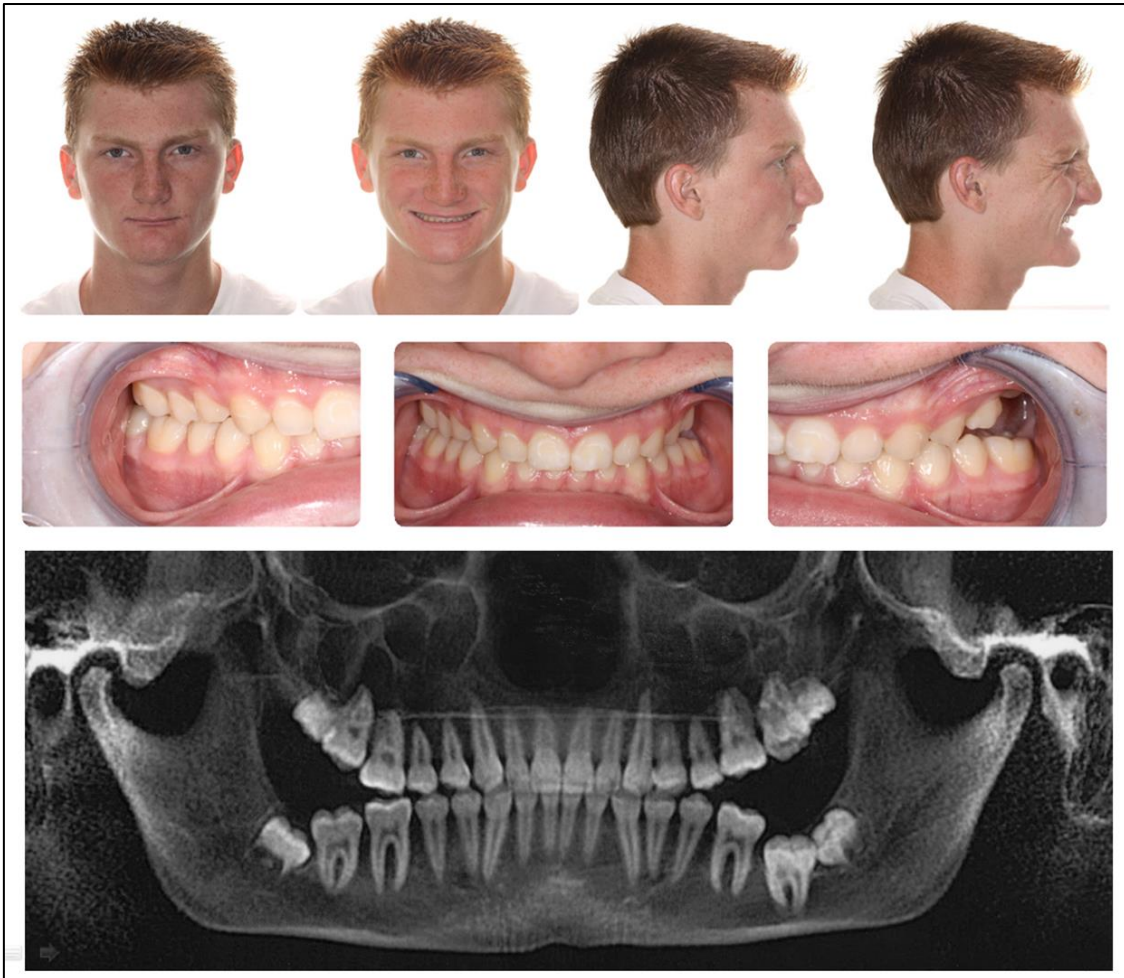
Initial intra and extraoral photographs, and panoramic radiograph showing curved posterior regions of upper and lower occlusal planes, with PFE at both sides.
